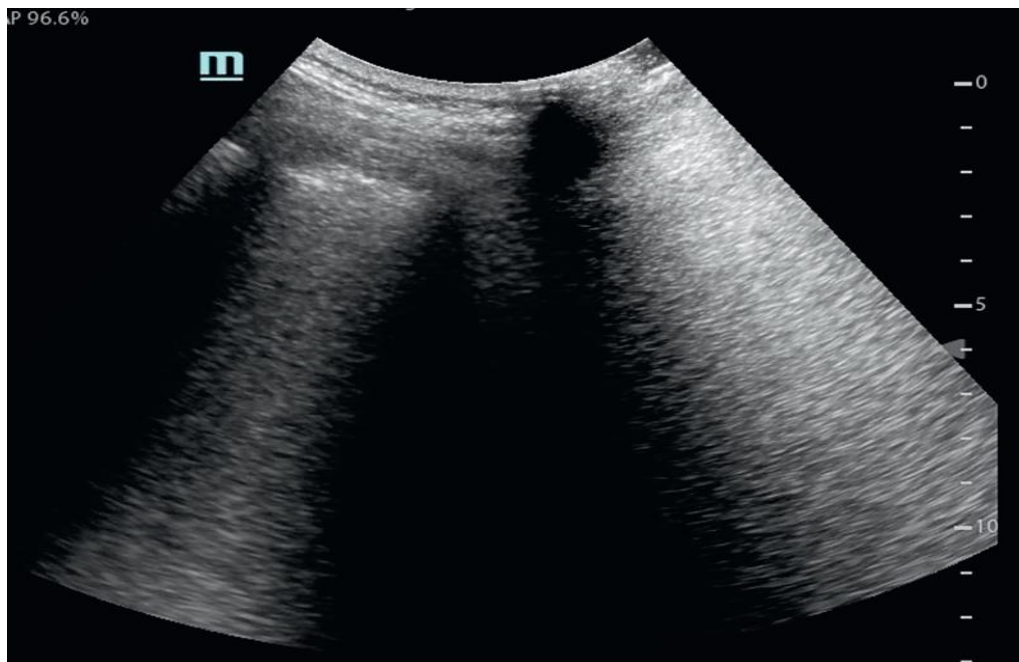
Échographie thoracique : image du rideau avec atténuation des lignes A avec larges lignes B (57).
